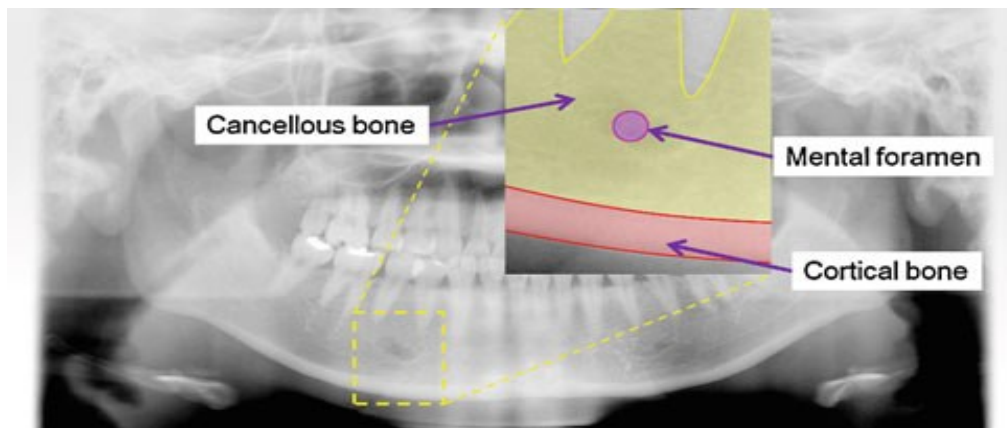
Identificação foramen mentoniano e da margem cortical na ortopantomografia (Muramatsu *et al.*, 2013)
